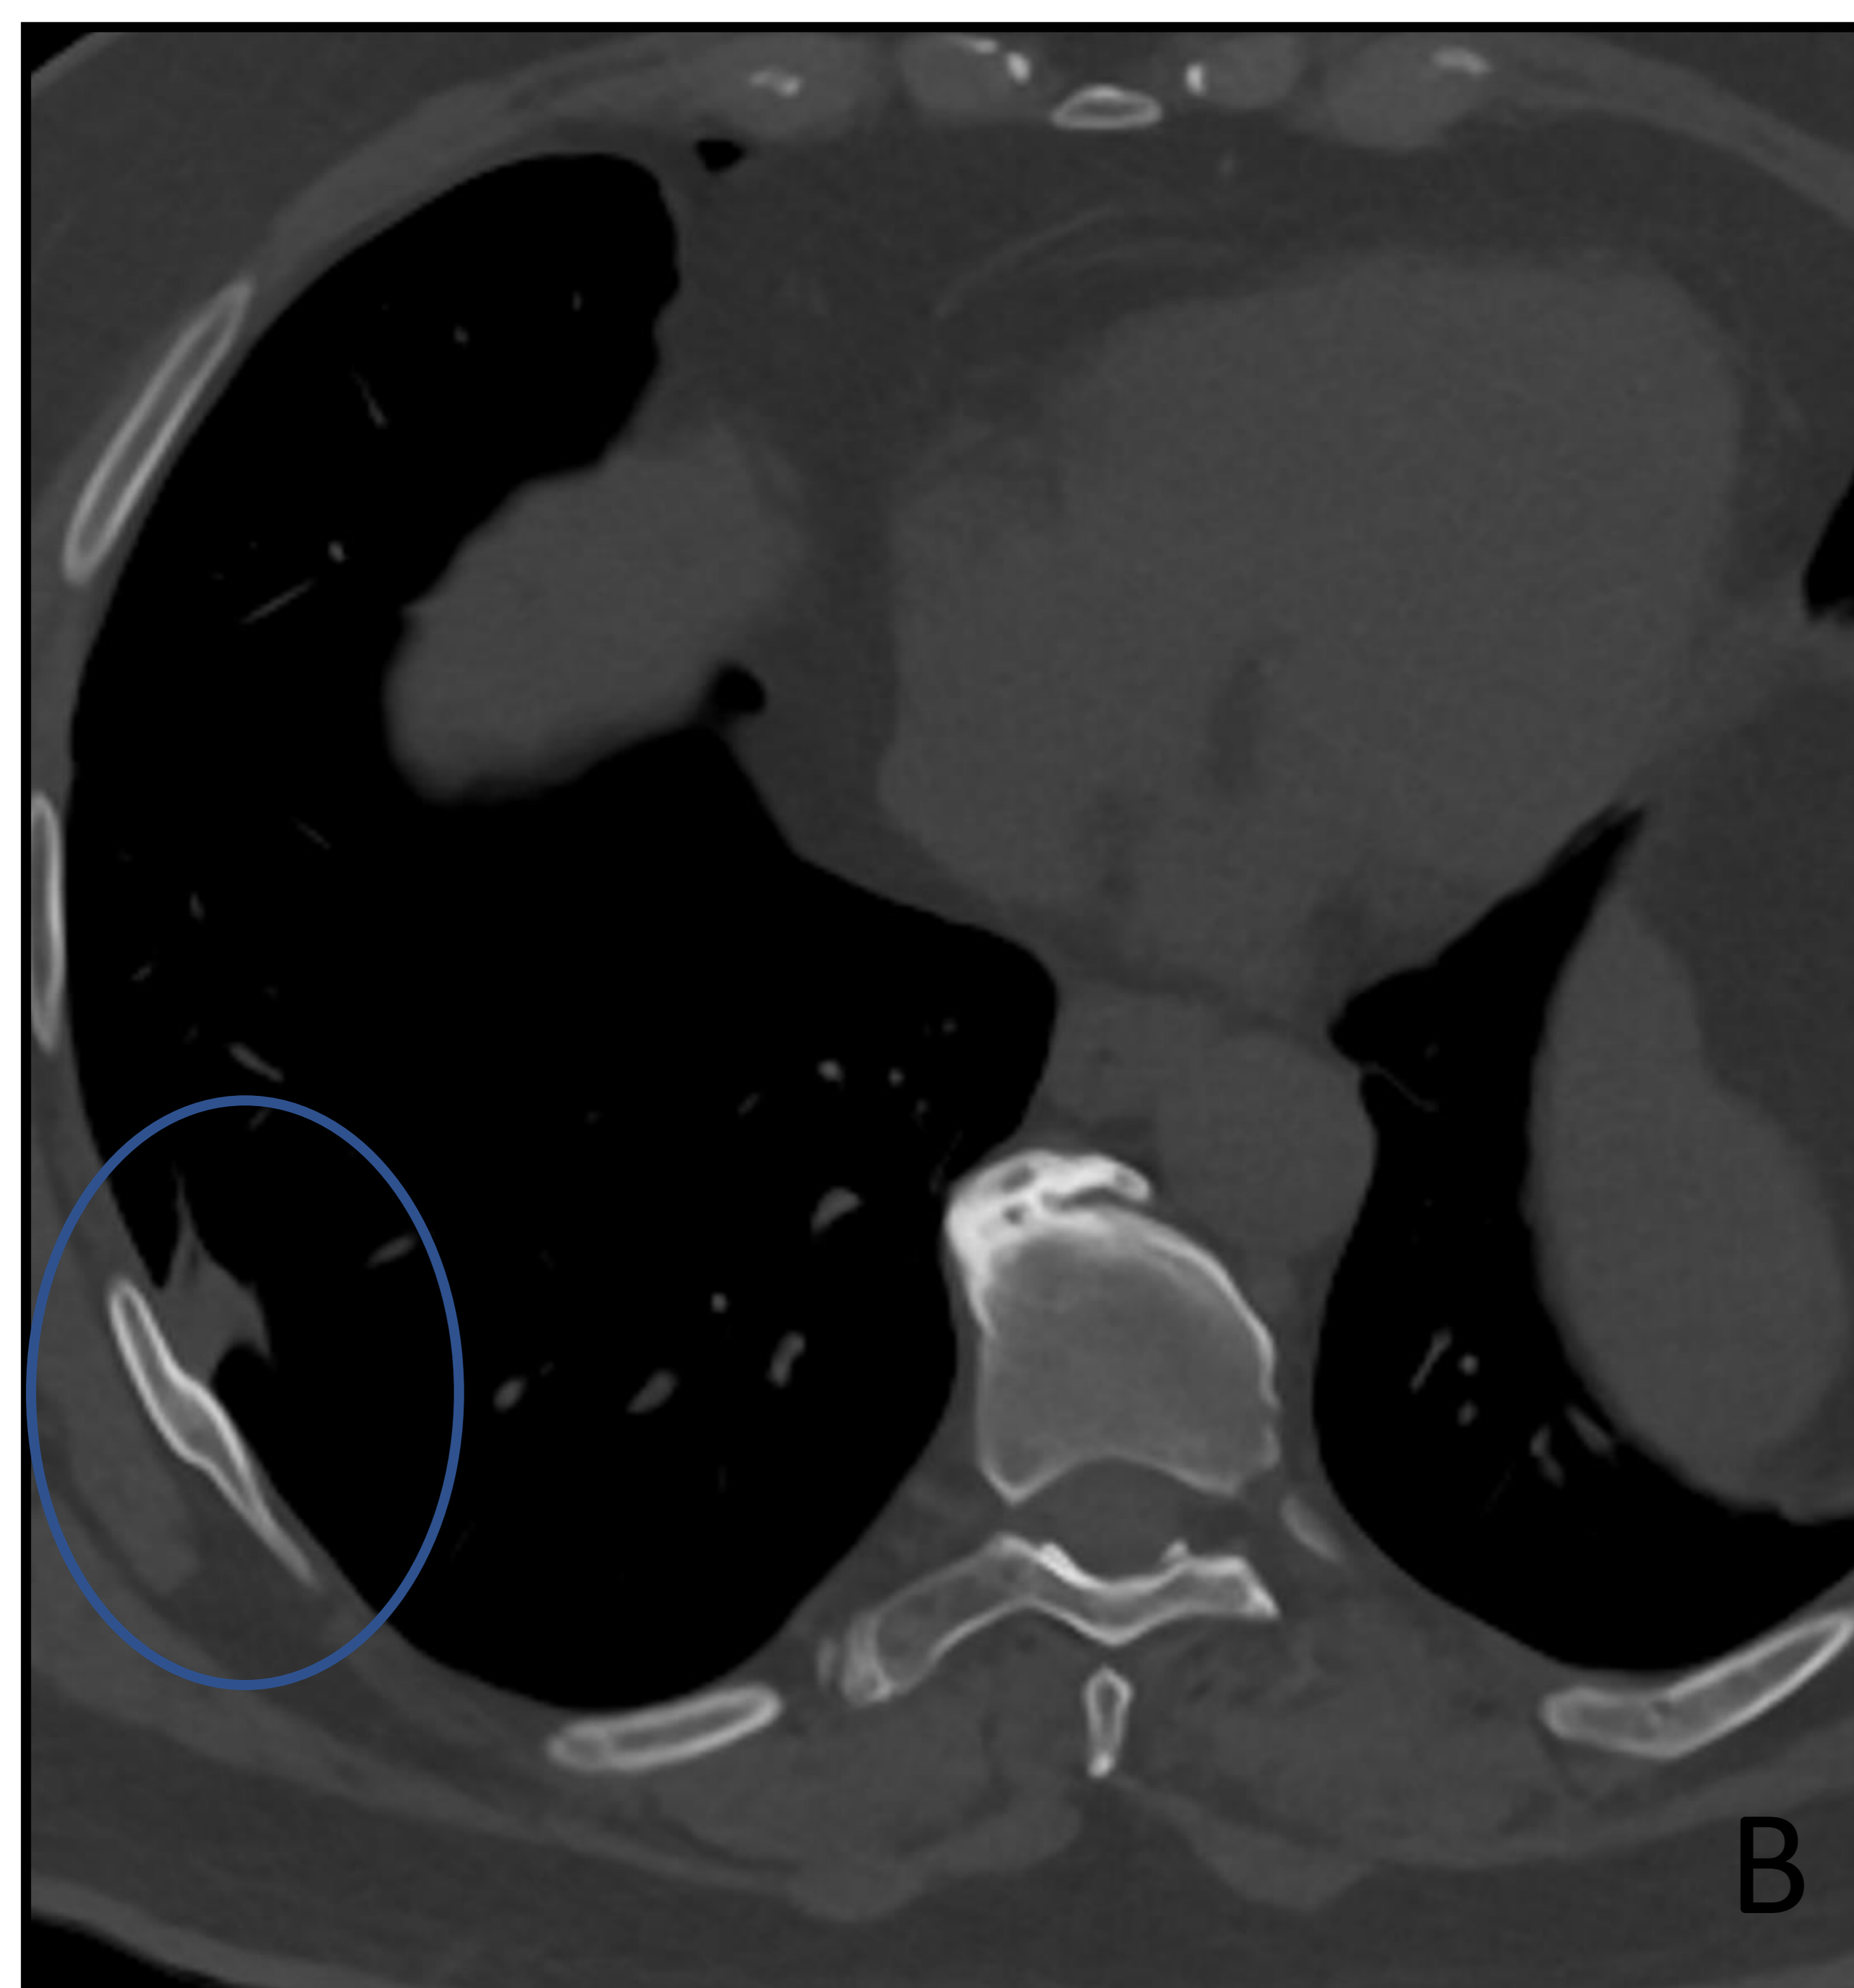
TC torácico realizado con contraste yodado i.v. en paciente politraumatizado con ventana de hueso (A) donde se observa fractura costal derecha (flecha), elevación del hemidiafragma derecho y atelectasias laminares por hipoventilación.
